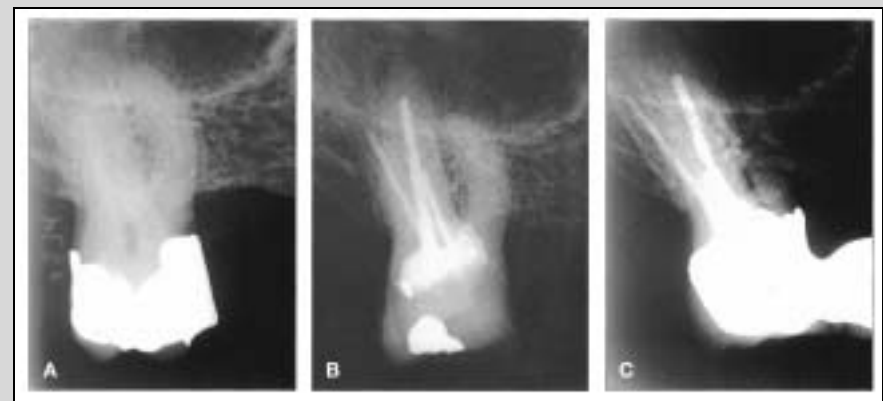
Nekrosebehandling av tann 17 med oblitterert mesiobukkal kanal (Kasus 4, Tabell 2). A: Preoperativt bilde. B: Postoperativt bilde med forseglet perforasjon (IRM) i furkatur. Tann 17 var planlagt å bli brukt som bro Pilar. Rotreseksjon av mesiobukkal rot ble utført forut for protetisk behandling. C: Kontrollbilde med protetisk rekonstruksjon 5 år postoperativt.
